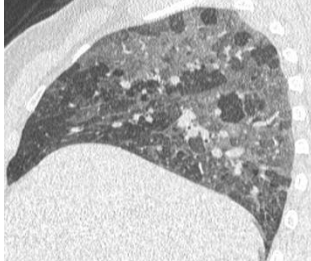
TDM thoracique en coupe axiale montre un épaississement des lignes septales, non septales et péri bronchovasculaires (flèche orange), accompagné de réticulations intra lobulaires avec bronchectasies de traction (flèche bleue).
